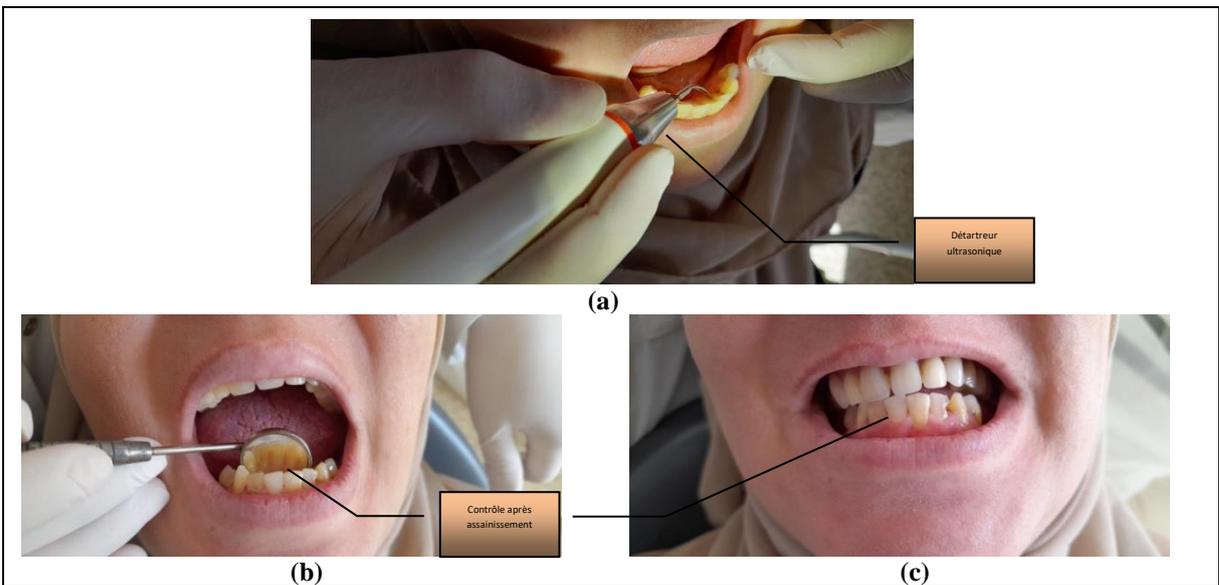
Détartrage ultrasonique et contrôle.
